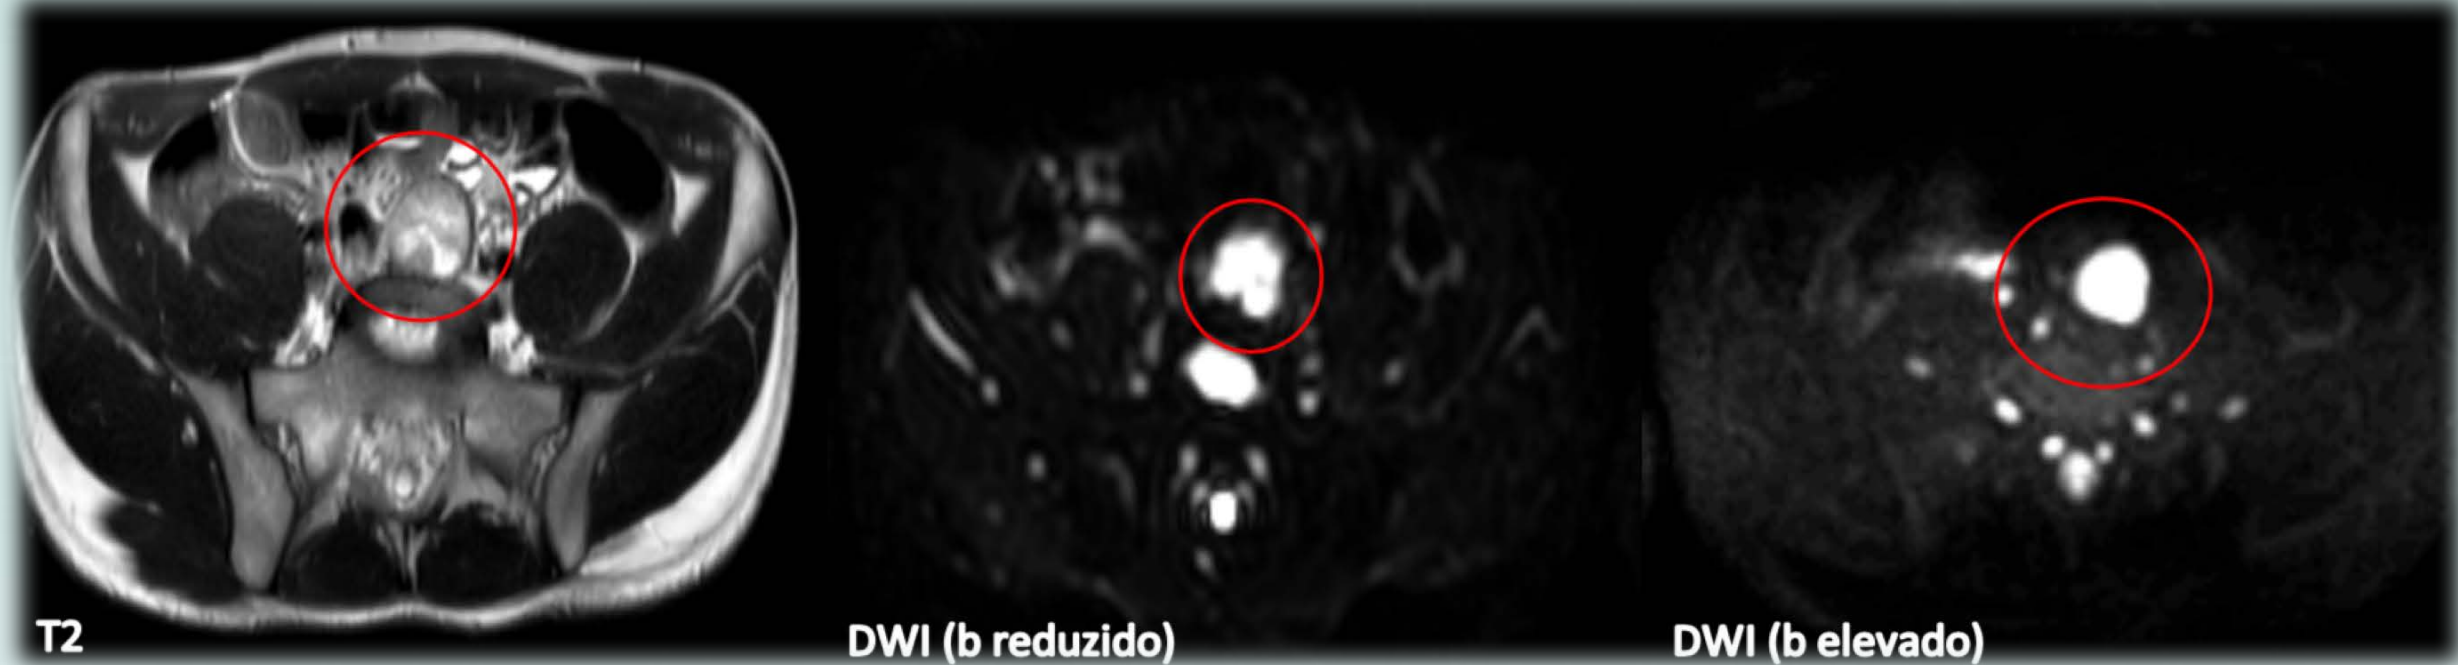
Em topografia pré-sagrada, identifica-se imagem nodular, de contornos regulares, com sinal heterogéneo na sequência em T2, com áreas internas de hipersinal, com marcada restrição à difusão, com características suspeitas, a merecer RM abdominal dirigida
